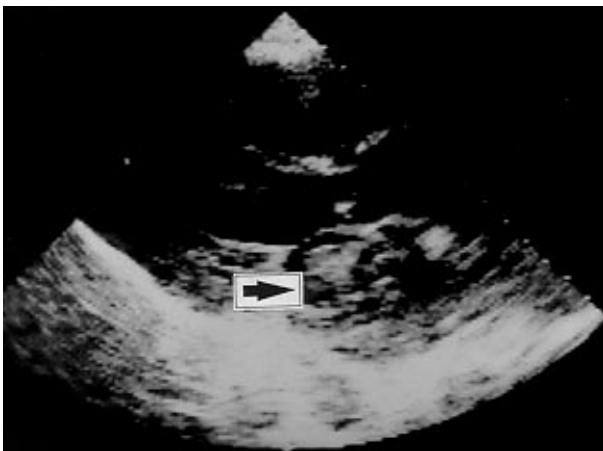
Ecocardiograma e mixoma. Observar tumoração arredondada (seta) situada dentro do ventrículo esquerdo.
